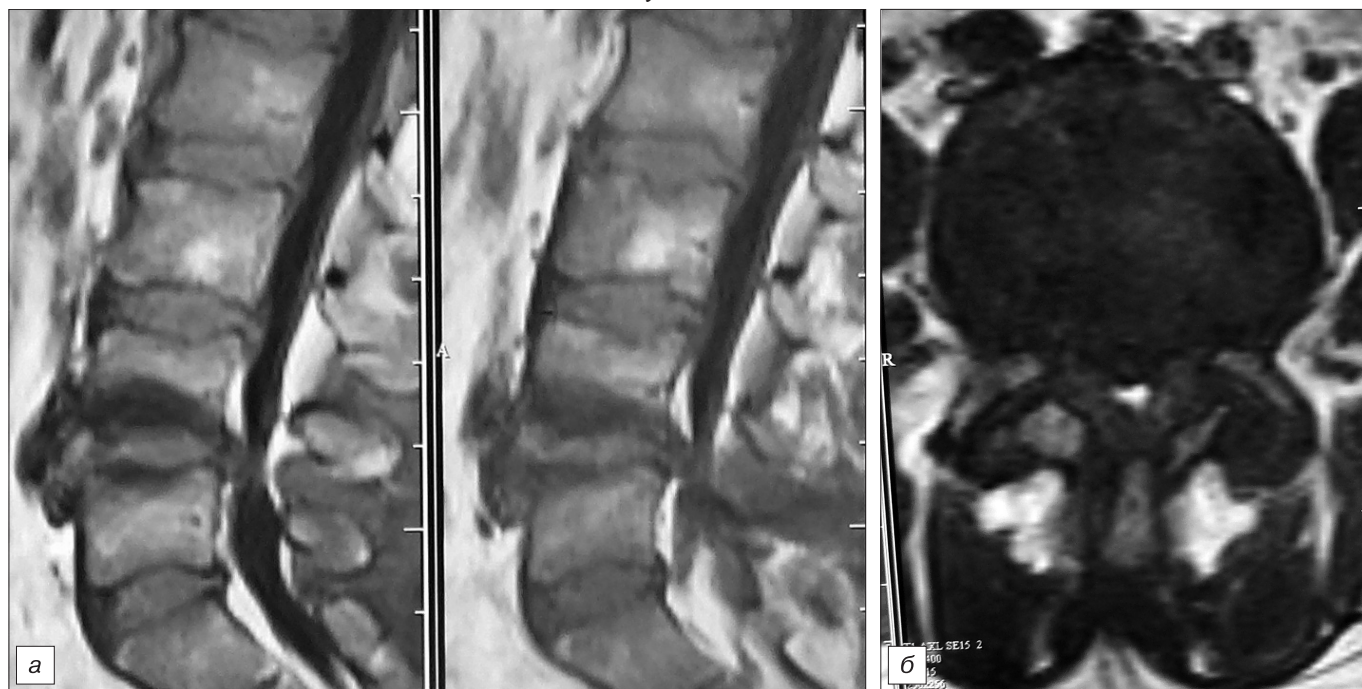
и б. Магнитно-резонансная томограмма поясничного отдела позвоночника у пациентки со стенозом позвоночного канала на уровне L<sub>IV</sub>—L<sub>V</sub> позвонков.
